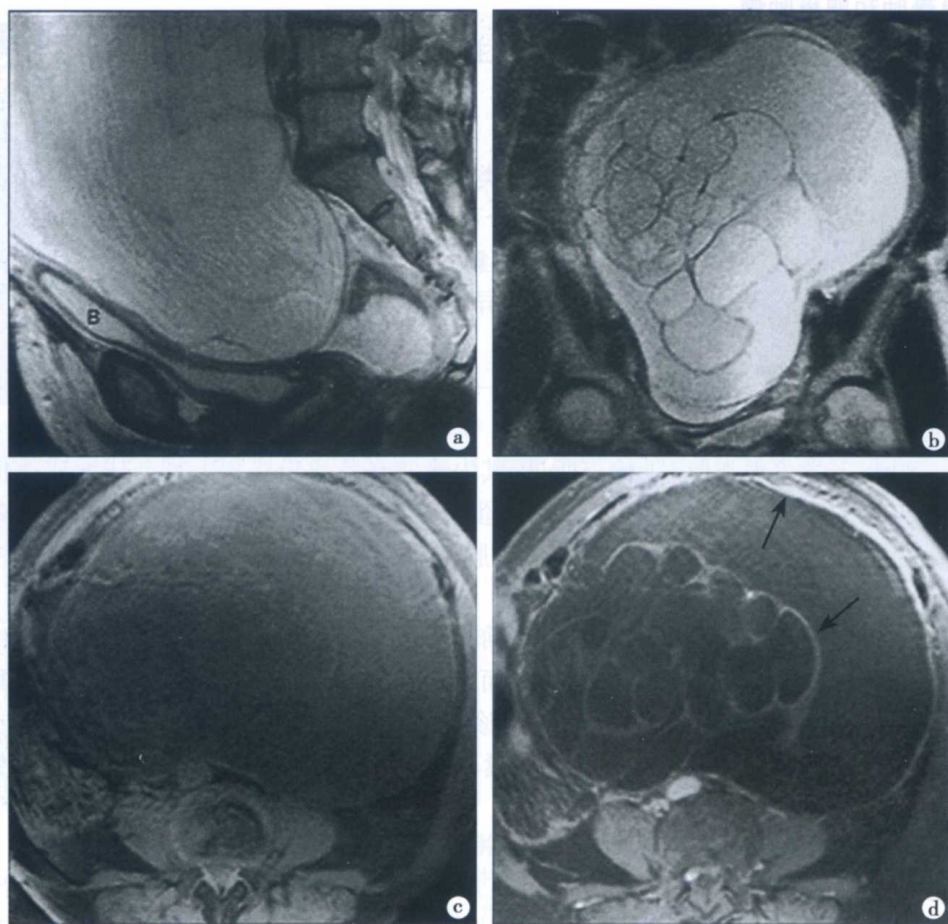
卵巢黏液性囊腺瘤的 MRI 表现
